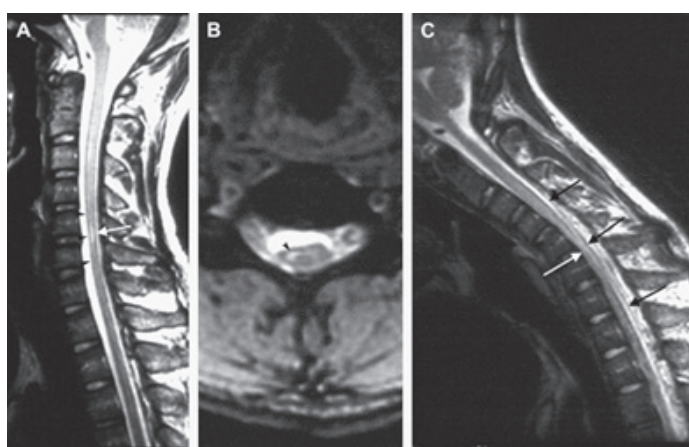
МРТ шейного отдела позвоночника, сагиттальные T2-ВИ-изображения, нейтральное положение:
